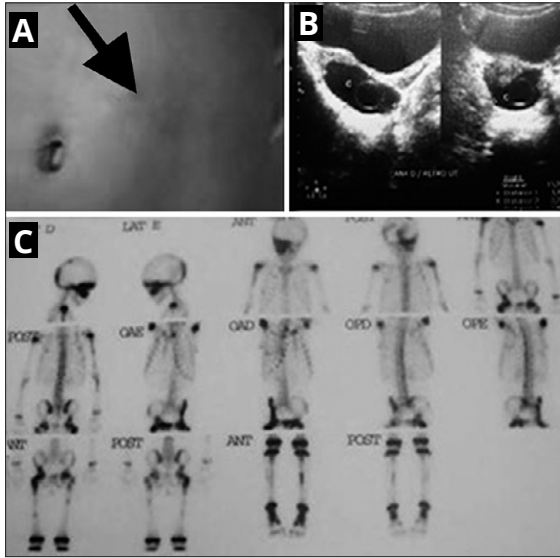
A) Mancha cutánea café con leche en el abdomen. B) Ecografía pelviana con ovario izquierdo con quiste de 3.0 cm de diámetro y ovario derecho con quiste de 1.5 cm. C) Centellograma óseo con alteraciones en órbita derecha y maxilar derecho.
